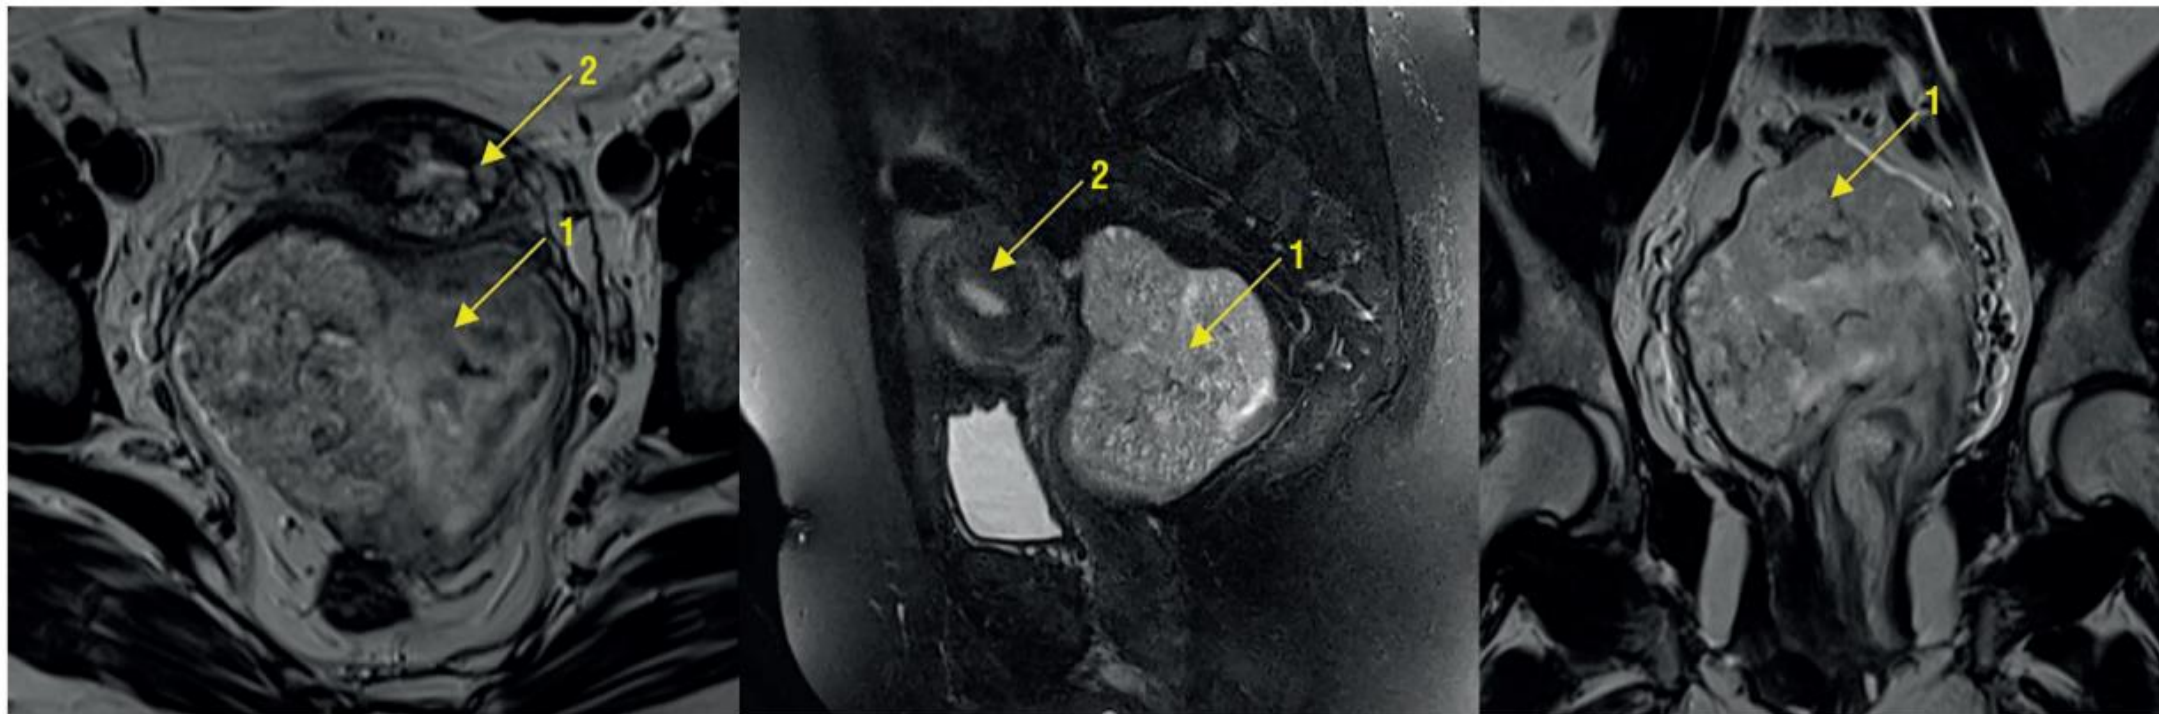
Пациентка Н. Магнитно-резонансная томография с контрастированием. В передней порции клетчатки мезоректум определяется объемное образование (1), имеющее жировую структуру; нижняя граница образования находится в ректовагинальном клетчаточном пространстве, оттесняет стенку кишки и верхнюю треть влагалища, шейку и тело матки кпереди (2).
